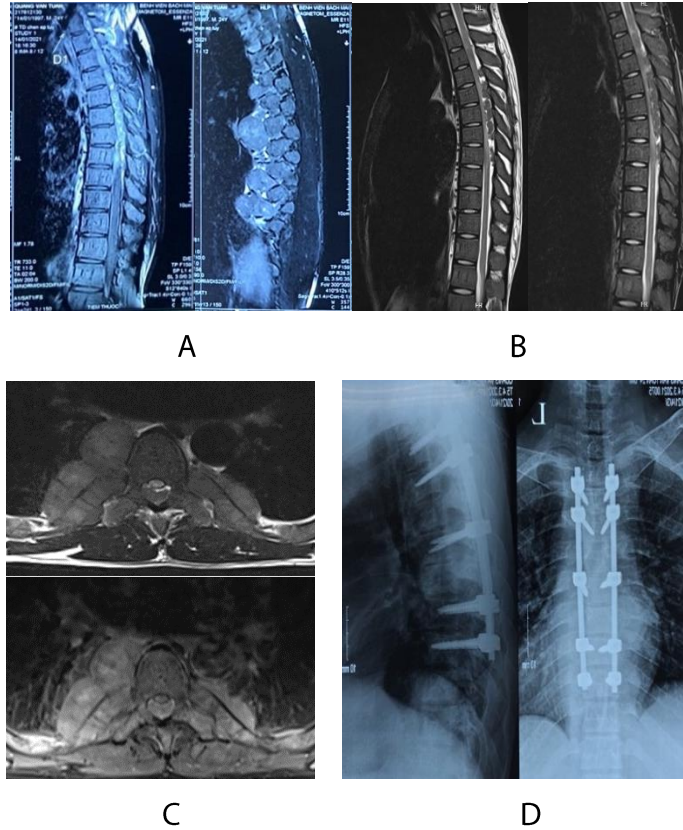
U cơ quan tạo máu ngoài tủy cột sống ngực T₄– T₇ trên MRI.
